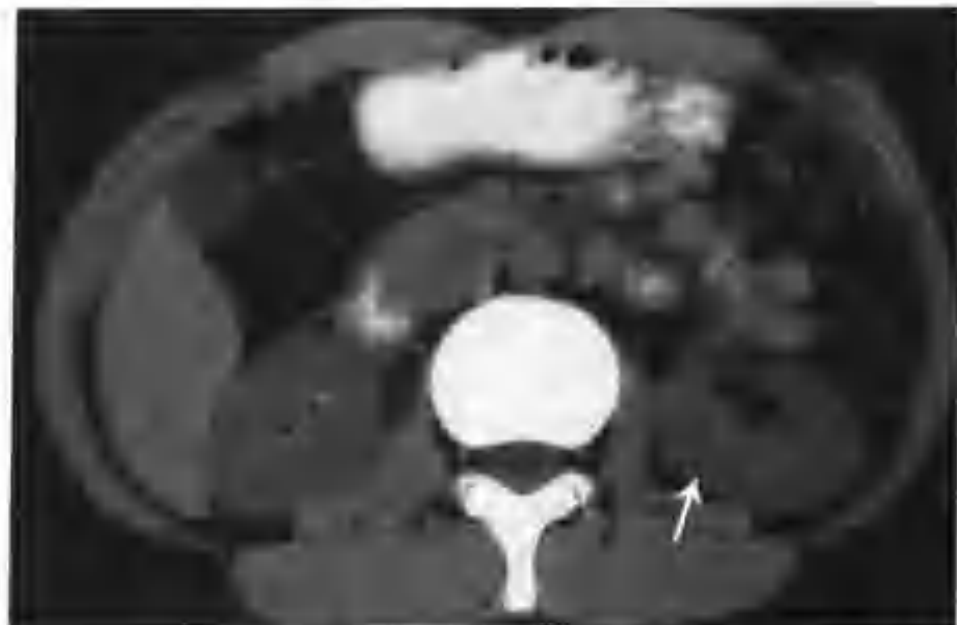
左肾梗塞（CT 平扫左肾大小、形态、密度未见异常（箭头））
